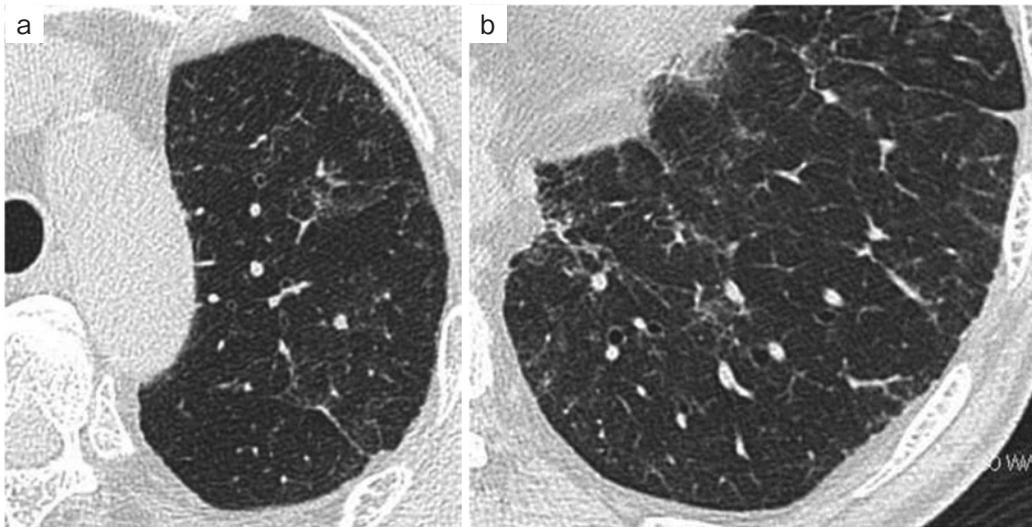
胸部CT. (a) 上葉にびまん性に微細な粒状網状影と, (b) 下葉に小葉間間質の肥厚を伴う間質性肺炎を認めた.
